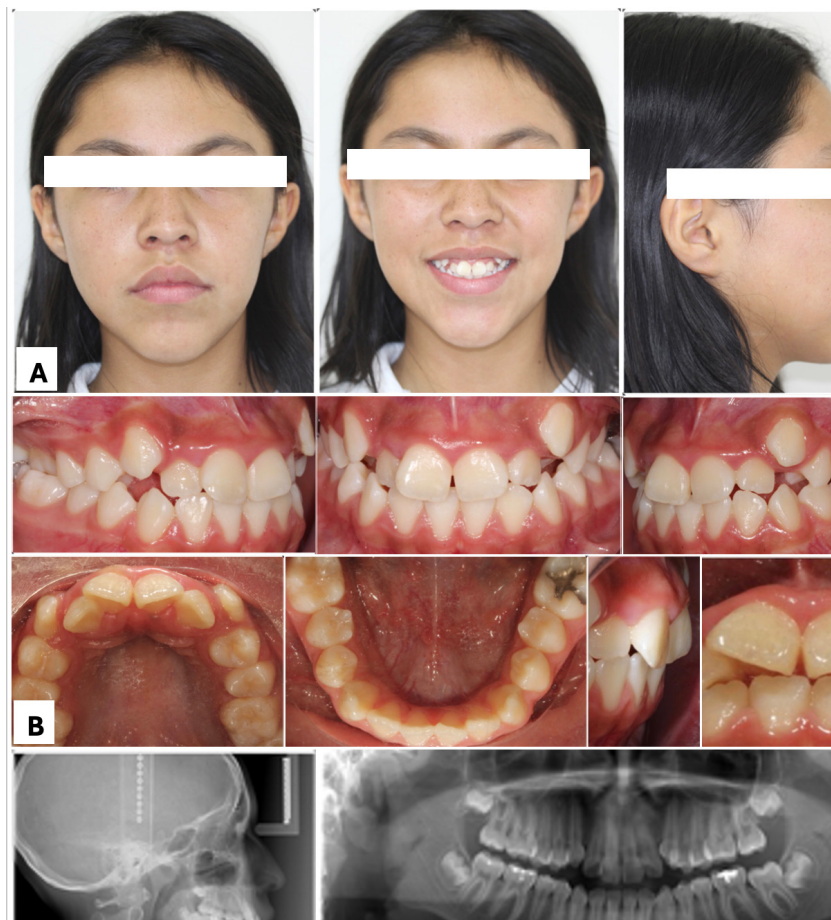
Hallazgos iniciales. A. Fotografías extraorales, frente, sonriendo y lateral derecha. B. Fotografías intraorales. C. Radiografía lateral de cráneo. D. Ortopantomografía.
